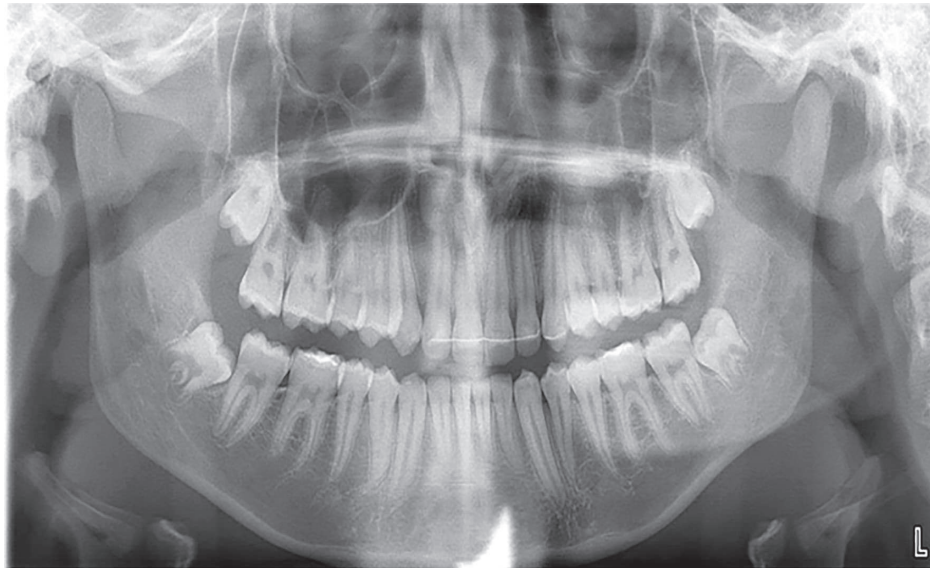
Orthopantomogram, orthodontic patient, Y, 18 years old.
